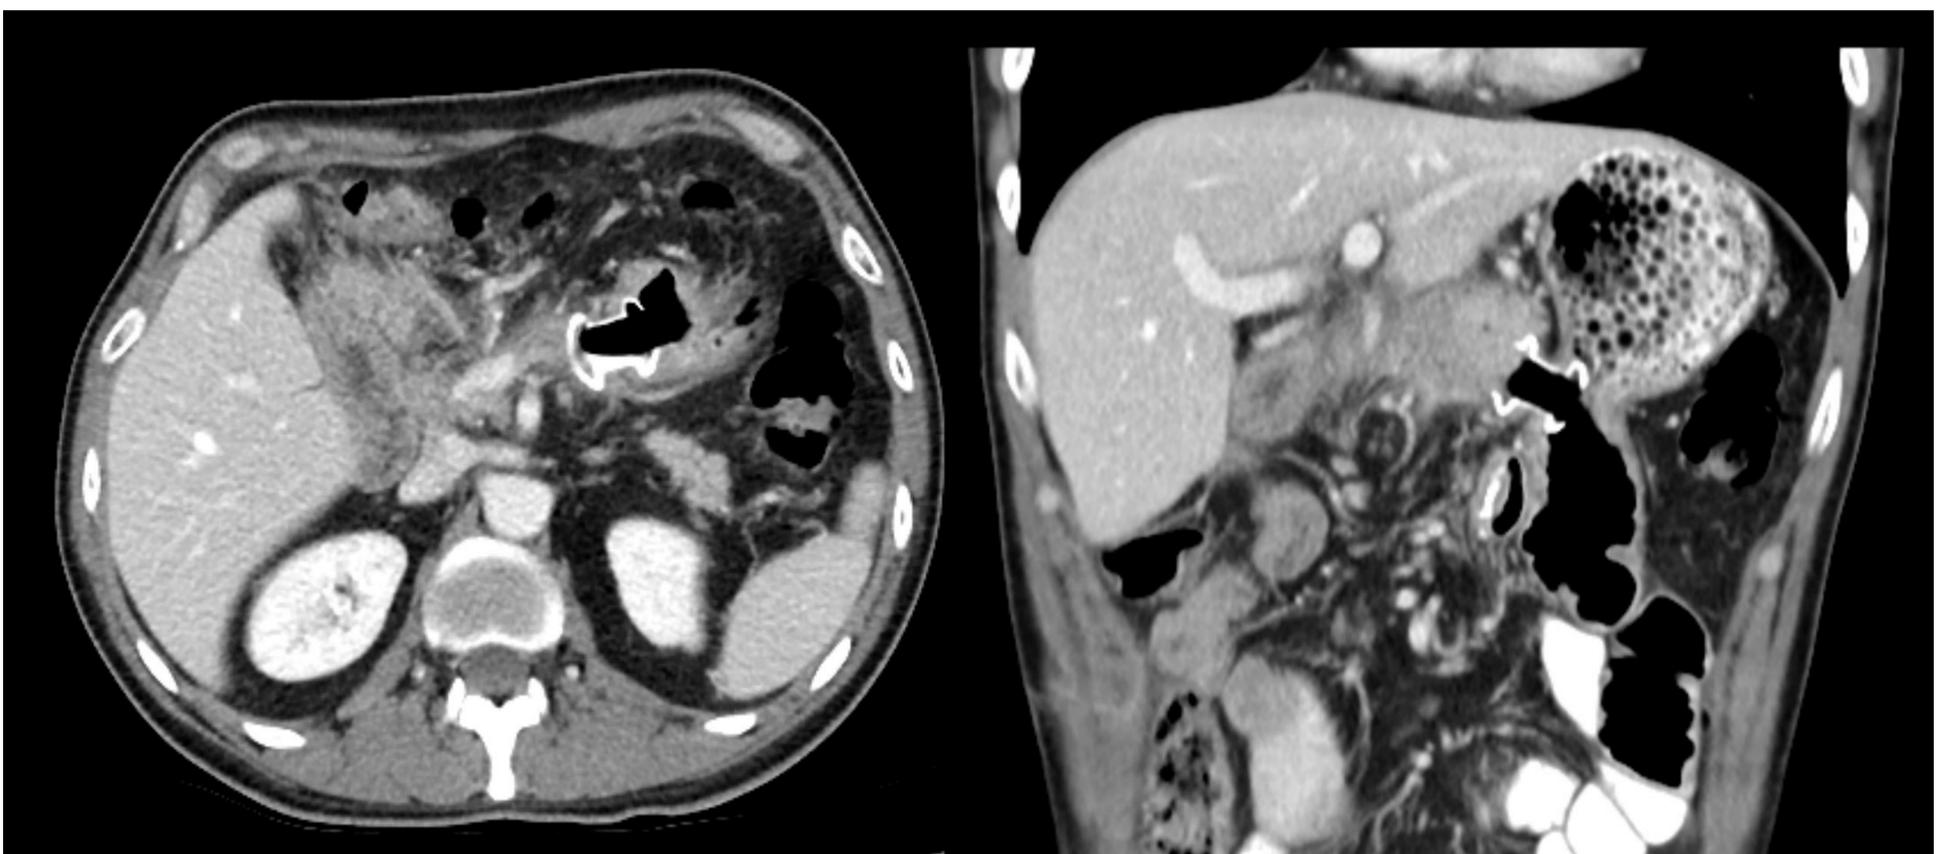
se coloca drenaje transgástrico. En TC control posterior se aprecia práctica desaparición de la colección, con buena evolución clínica.
